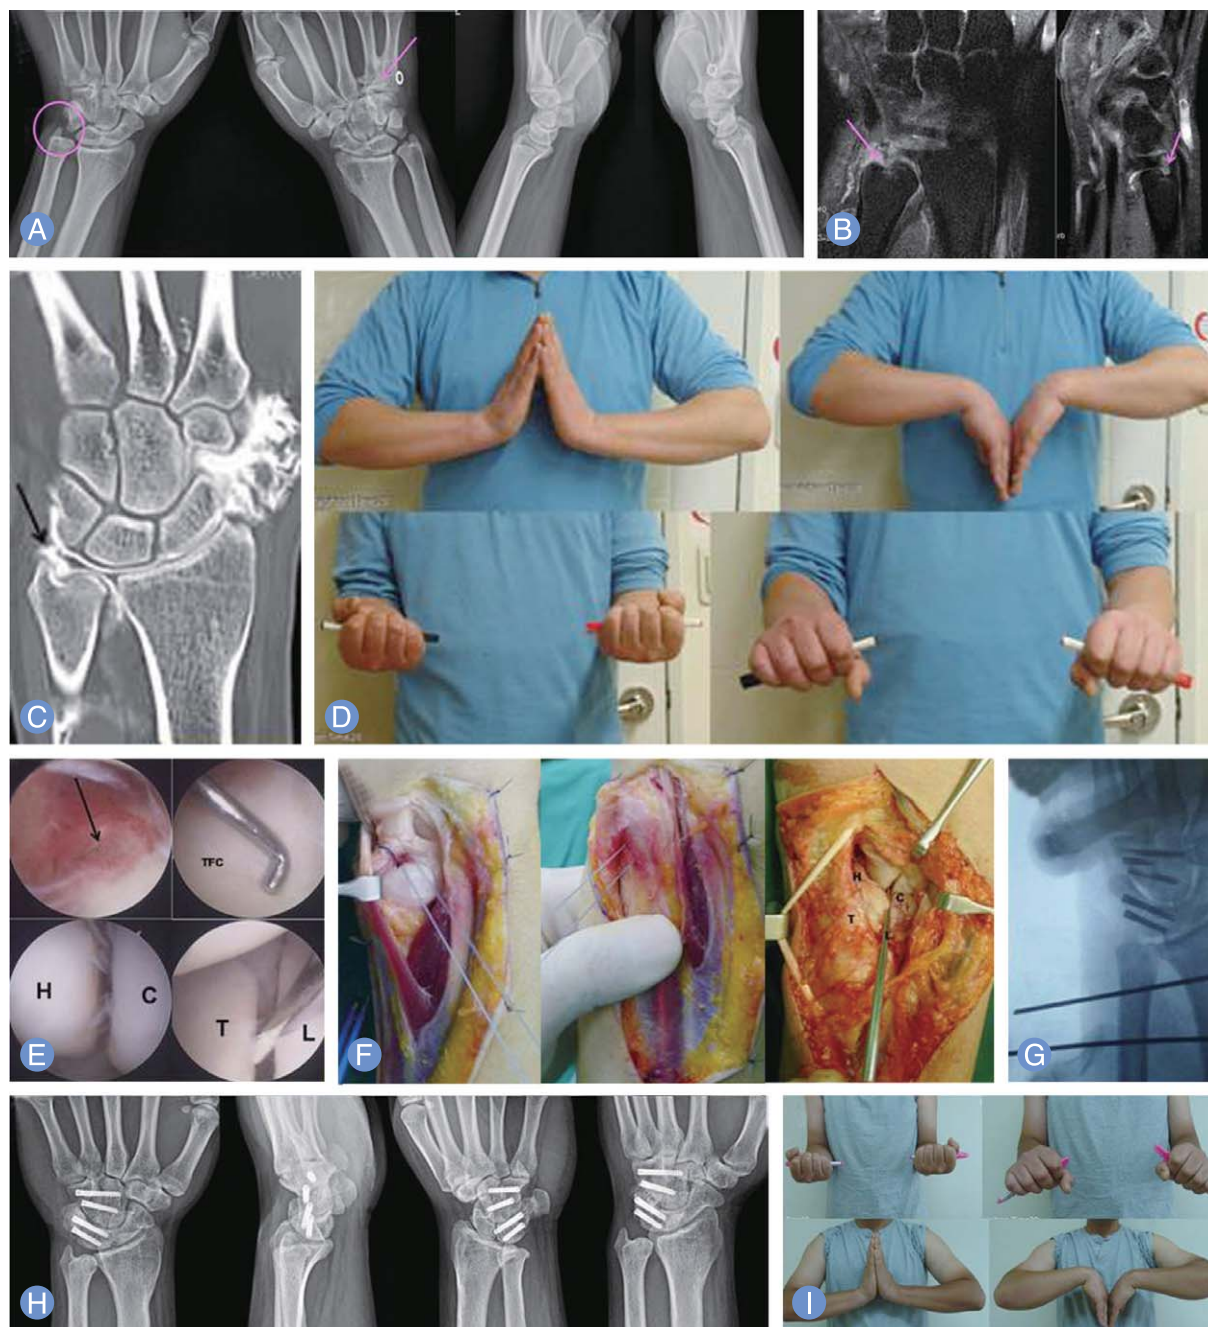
Case of patient presenting with persisted ulnar side wrist pain after the initial injury 6 months ago despite of the initial conservative management using long arm cast for 4 weeks. (A) Except the finding of the interpositional arthroplasty of fourth and fourth carpometacarpal joint of the right side (pink arrow), specific finding was not found around the ulnar head (pink circle). The detachment of deep fiber of triangular fibrocartilage complex (TFCC) from the ulnar fovea (pink arrow) was observed in coronal view of magnetic resonance imaging scans (B) and computed tomography arthrogram (black arrow) (C). (D) Slight restriction of the volar and dorsiflexion was seen preoperatively. (E) During the arthroscopic examination (black arrow), synovitis (black arrow) around the prestyloid recess was found with the loss of the tension of the TFCC (positive trampoline test) and traction induced inward folding of the TFCC from the ulnar fovea (positive Hook test). Other injuries of the capitolunate instability and lunotriquetral instability accompanied. TFC, triangular fibrocartilage; C, capitate; H, hamate; L, lunate; T, triquetrum. (F) Open repair of the deep fiber of TFCC to the original ulnar fovea was done using the transosseous suture technique. (G) On the intraoperative fluoroscopic examination, well-positioned screws at the lunotriquetral and capitolunate joints was observed with the temporary fixation of the distal radioulnar joint using two 2.0 mm K-wires. (H) Solid union of the lunotriquetral and capitolunate joints was seen on the simple radiographs taken at seven months after operation. (I) Functional outcomes measured by Mayo modified wrist score and disability of the arm, shoulder and hand score improved from 55 preoperatively to 99 postoperatively and 28.3 to 15, separately. (I) Near full range of motion except the slight limitation of the volar flexion was recovered.
